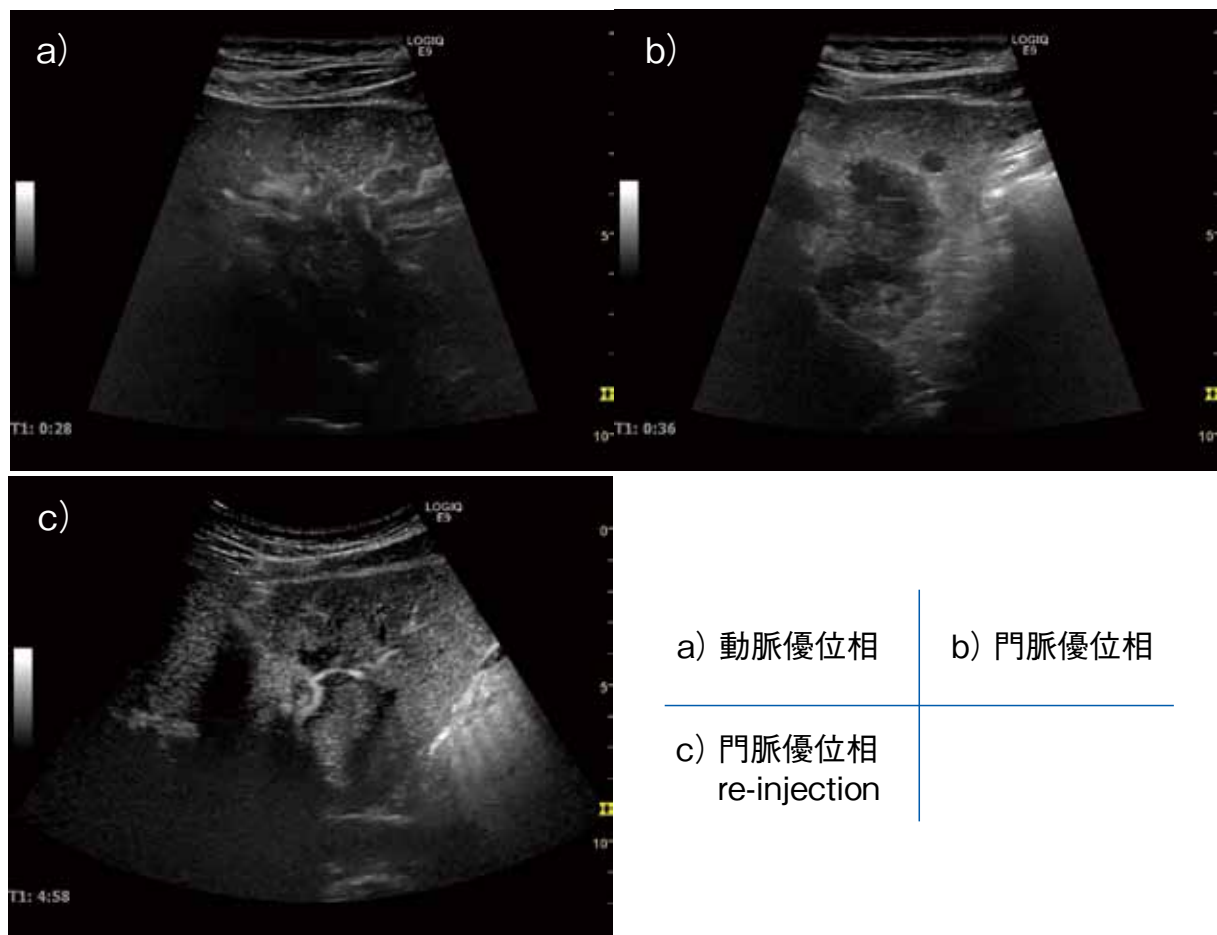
造影超音波検査 (sonazoid 0.5mg/body)
